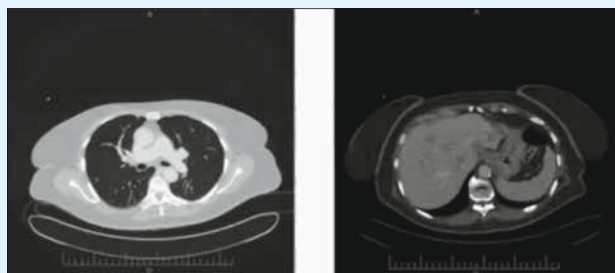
Контрольна КТ від 28.08.2017 (після 7 введень пембролізумабу)
